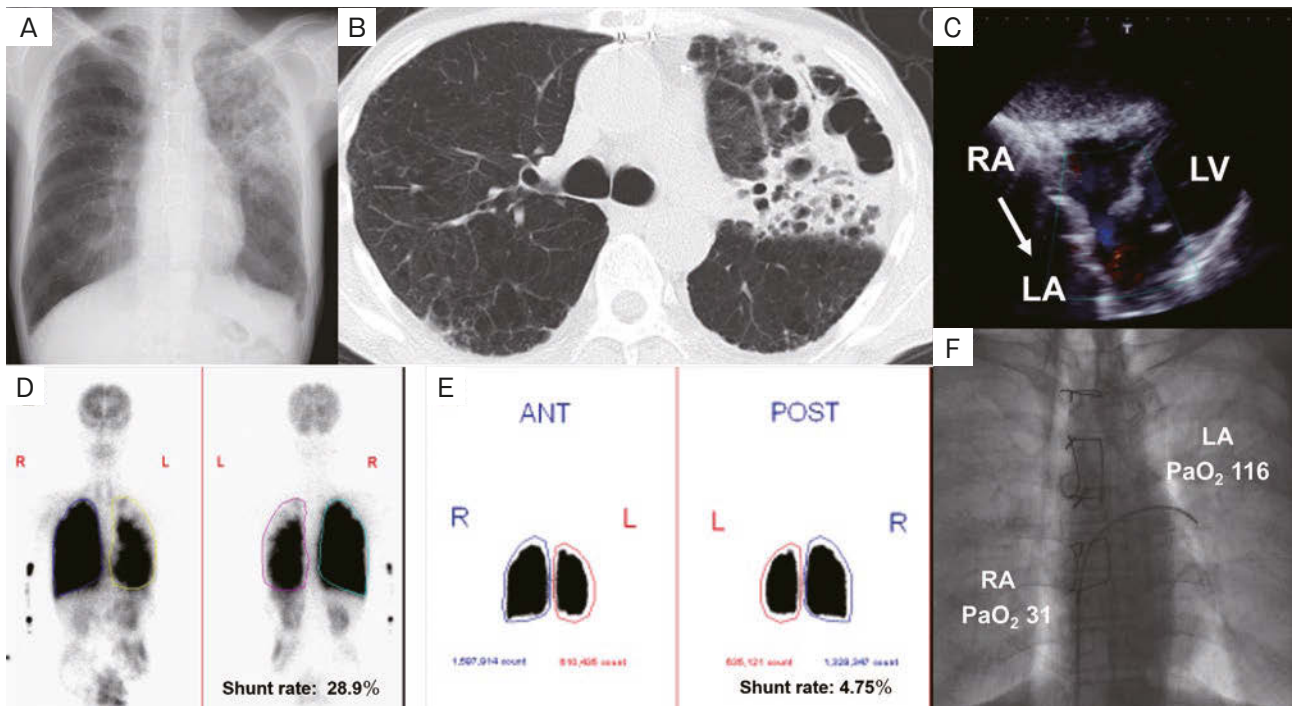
Imaging findings. (A) A plain chest radiograph showed decreased translucency of the left upper-lung field with lung shrinkage. (B) Chest computed tomography (CT) showed severe emphysematous changes and infiltrative shadows in the left S¹⁺² and around the S³ cyst. (C) Transthoracic echocardiography in a sitting position. There is a right-to-left shunt through a foramen ovale (arrow). (D, E) Pre-treatment and post-treatment lung perfusion scintigraphy. The shunt rate improved from 28.9% before treatment (D) to 4.75% after treatment (E). (F) Right heart catheterization using the femoral approach showed the presence of a patent foramen ovale or the atrial septal defect by obtaining left atrial blood (PaO₂ 116 Torr) via the transvenous approach. RA: right atrium, LA: left atrium, LV: left ventricle. ANT: anterior, POST: posterior.
